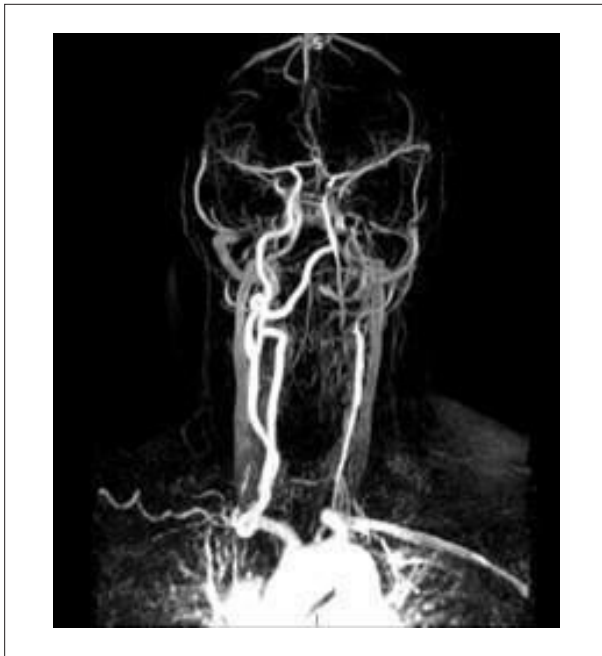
Angiorressonância magnética cervical. Fonte: Arquivo pessoal do autor (2025).
